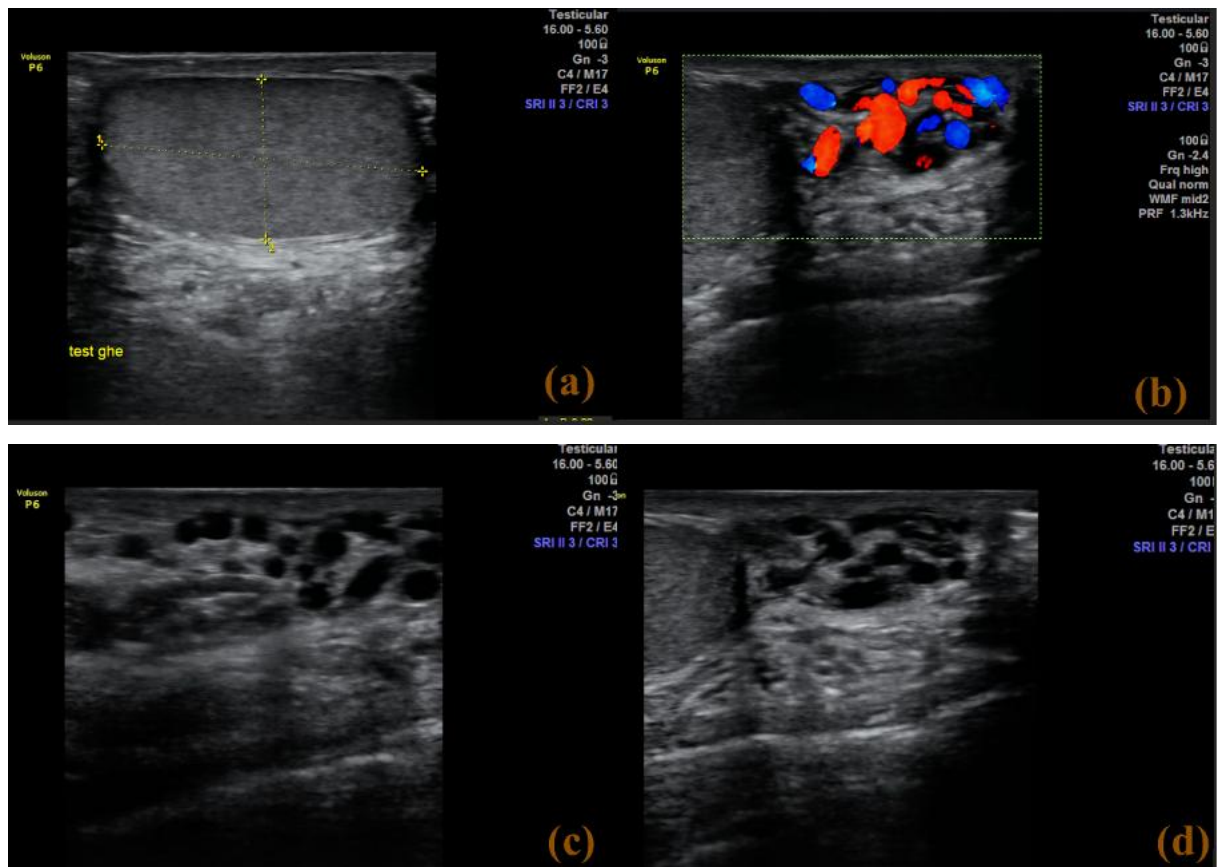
Echographie-Doppler du testicule gauche montrant l'aspect d'une varicoèle grade III.
